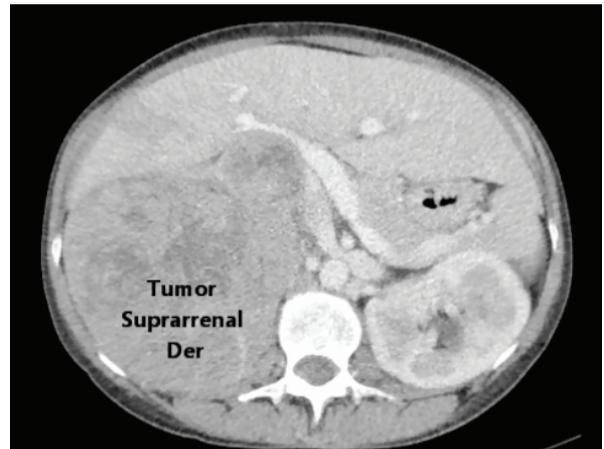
TAC abdomen, tumor suprarrenal der.
